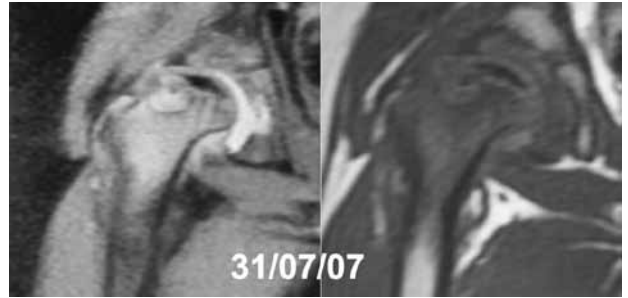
Resonancia magnética en la que se aprecia una coxa magna, con esclerosis, aplanamiento de la epífisis, edema óseo en cuello y metáfisis, y un defecto lítico fiso-metáfisario.
